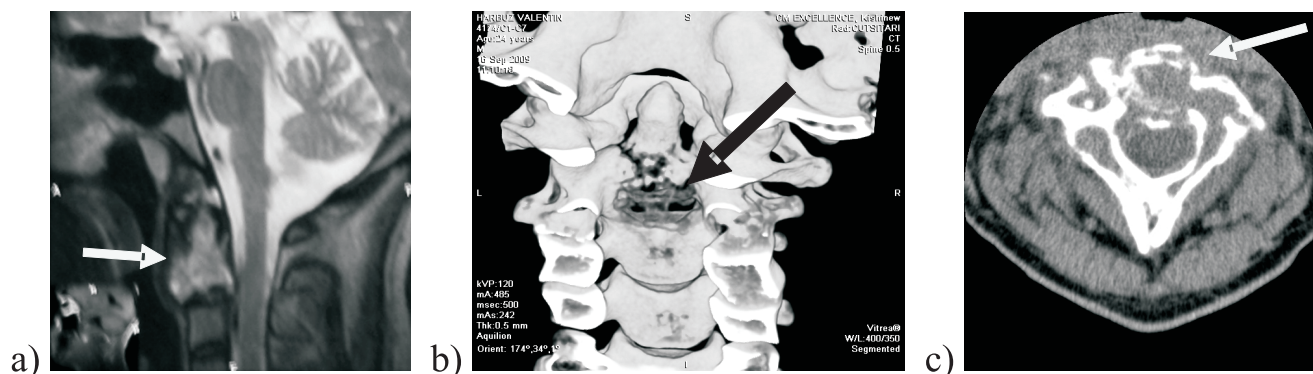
RMN (a), CT cu reconstrucție (b) și CT axial (c), care indică leziunea osteolitică a corpului C2.
